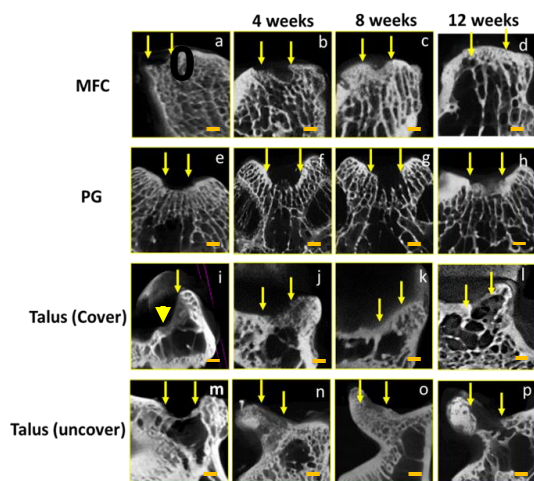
骨穿孔術後の μCT 像 矢印；軟骨欠損部
